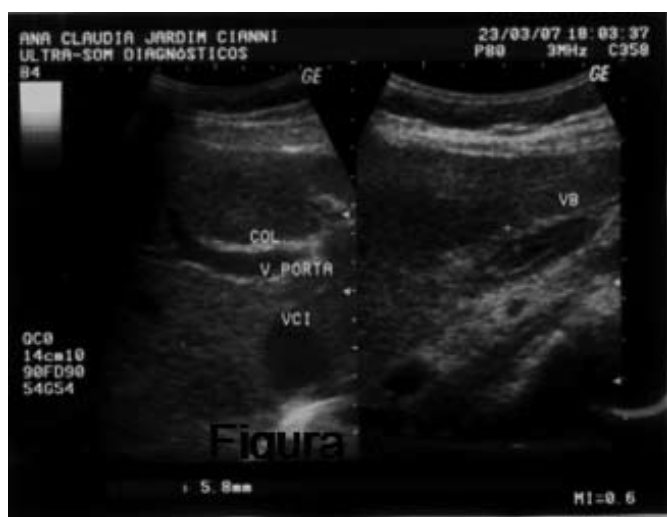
Ultrassonografia abdominal – vesícula biliar distendida com paredes difusamente espessadas
